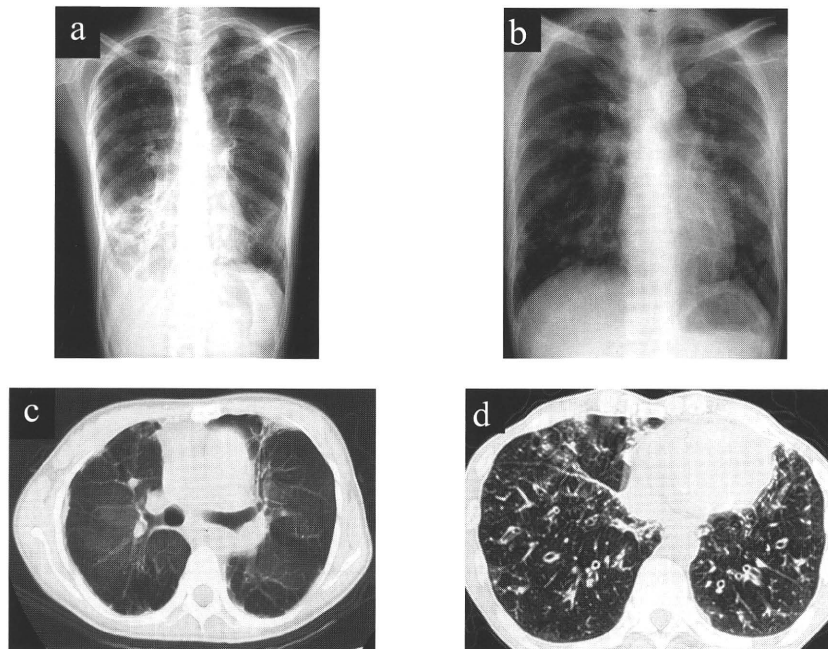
a) CoB with Stevens-Johnson syndrome (Case 1): Chest X-ray shows pleural adhesion in the right lower lung field associated with hyperinflation and bronchiectasis in both lower lung fields.
